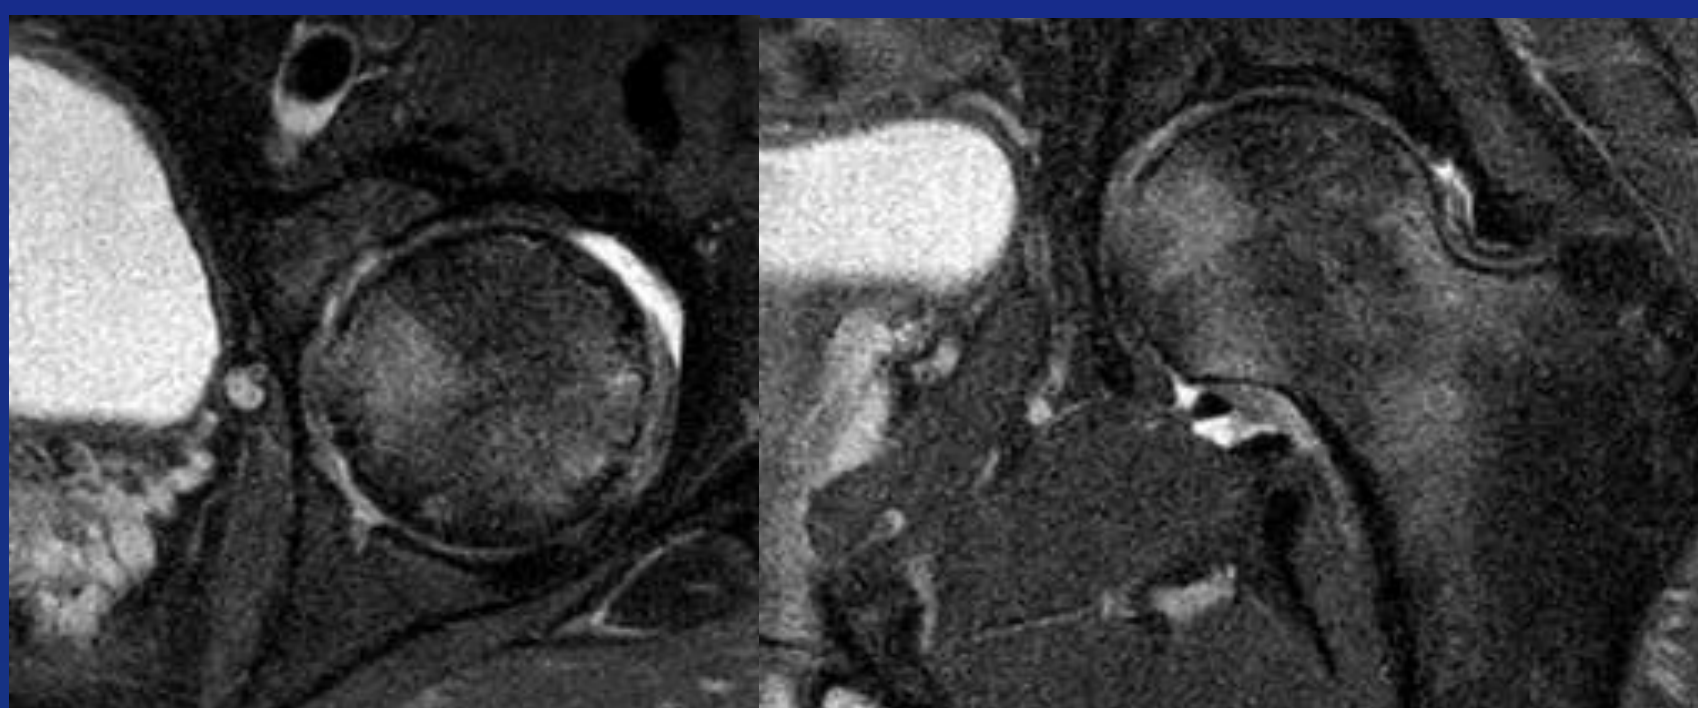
RM de cadera izquierda, corte axial y coronal ponderados en T2. Se visualiza como signo temprano de NOA, disminución del espacio articular coxofemoral, edema óseo de la cabeza femoral, como así también del cuello femoral. Leve aumento del líquido articular.
